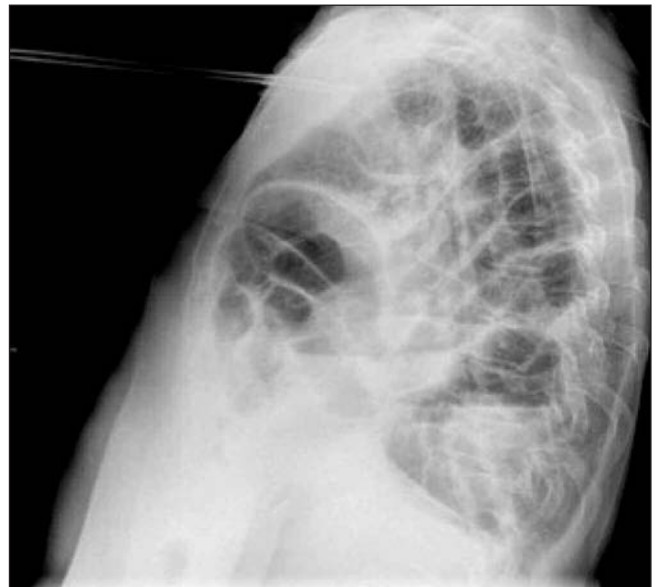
Radiografía de tórax en la que se puede observar asas de intestino delgado en hemitórax izquierdo.
